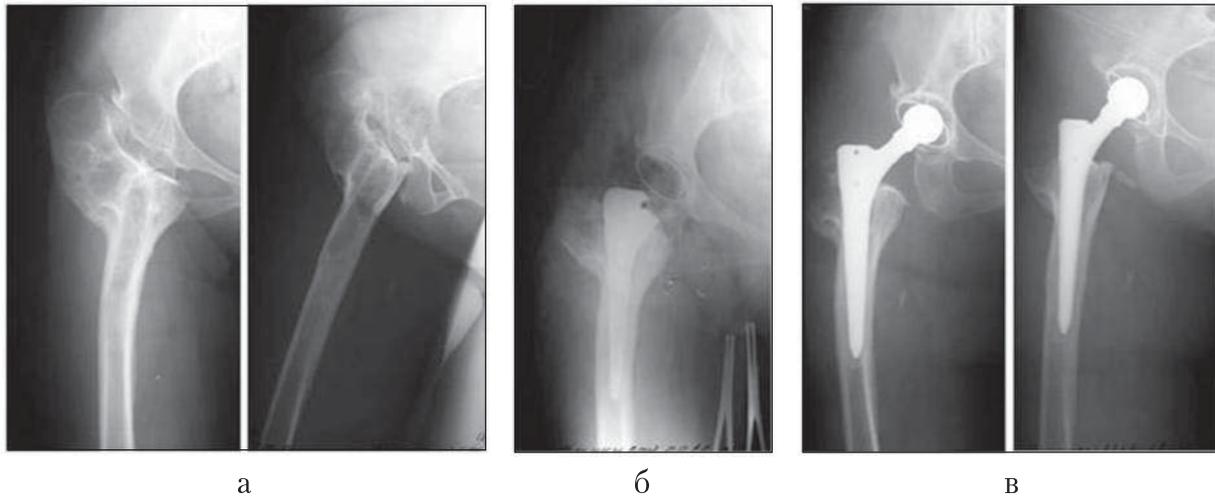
Рентгенограммы пациентки Б., 39 лет, через 20 лет после двойной реконструктивной опорной остеотомии правого бедра: а – удлинение на границе верхней и средней третей диафиза до выполнения эндопротезирования; б – контрольная рентгенограмма положения рашпиля во время операции; в – цементируемая впадина имплантирована, бесцементная ножка протеза SLPS ЗАО «Алтимед», остеотомия диафиза бедра не требуется, т.к. угол деформации небольшой.
